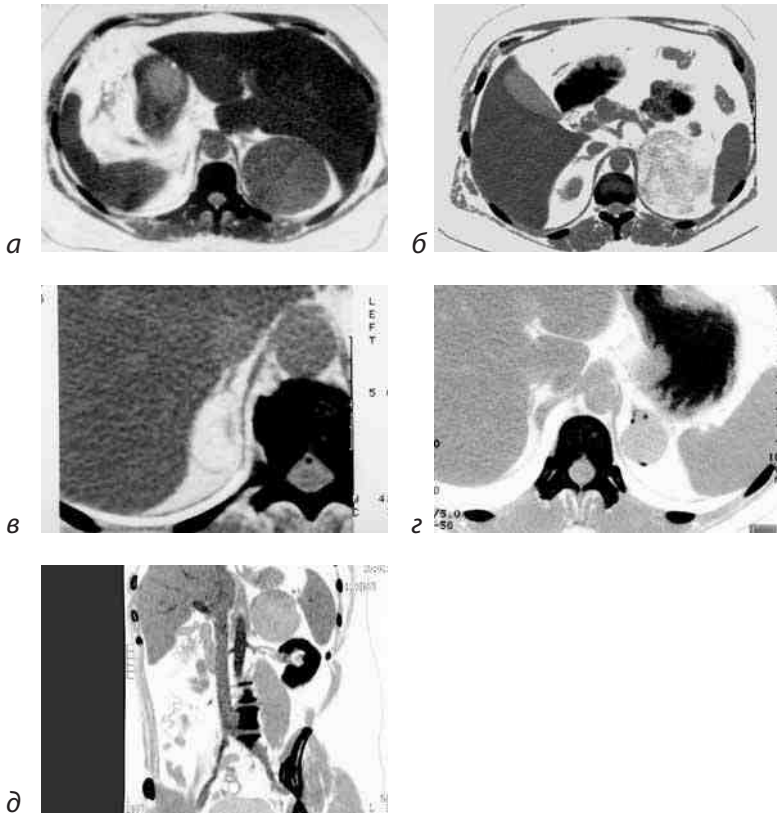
МСКТ миелолипомы:
